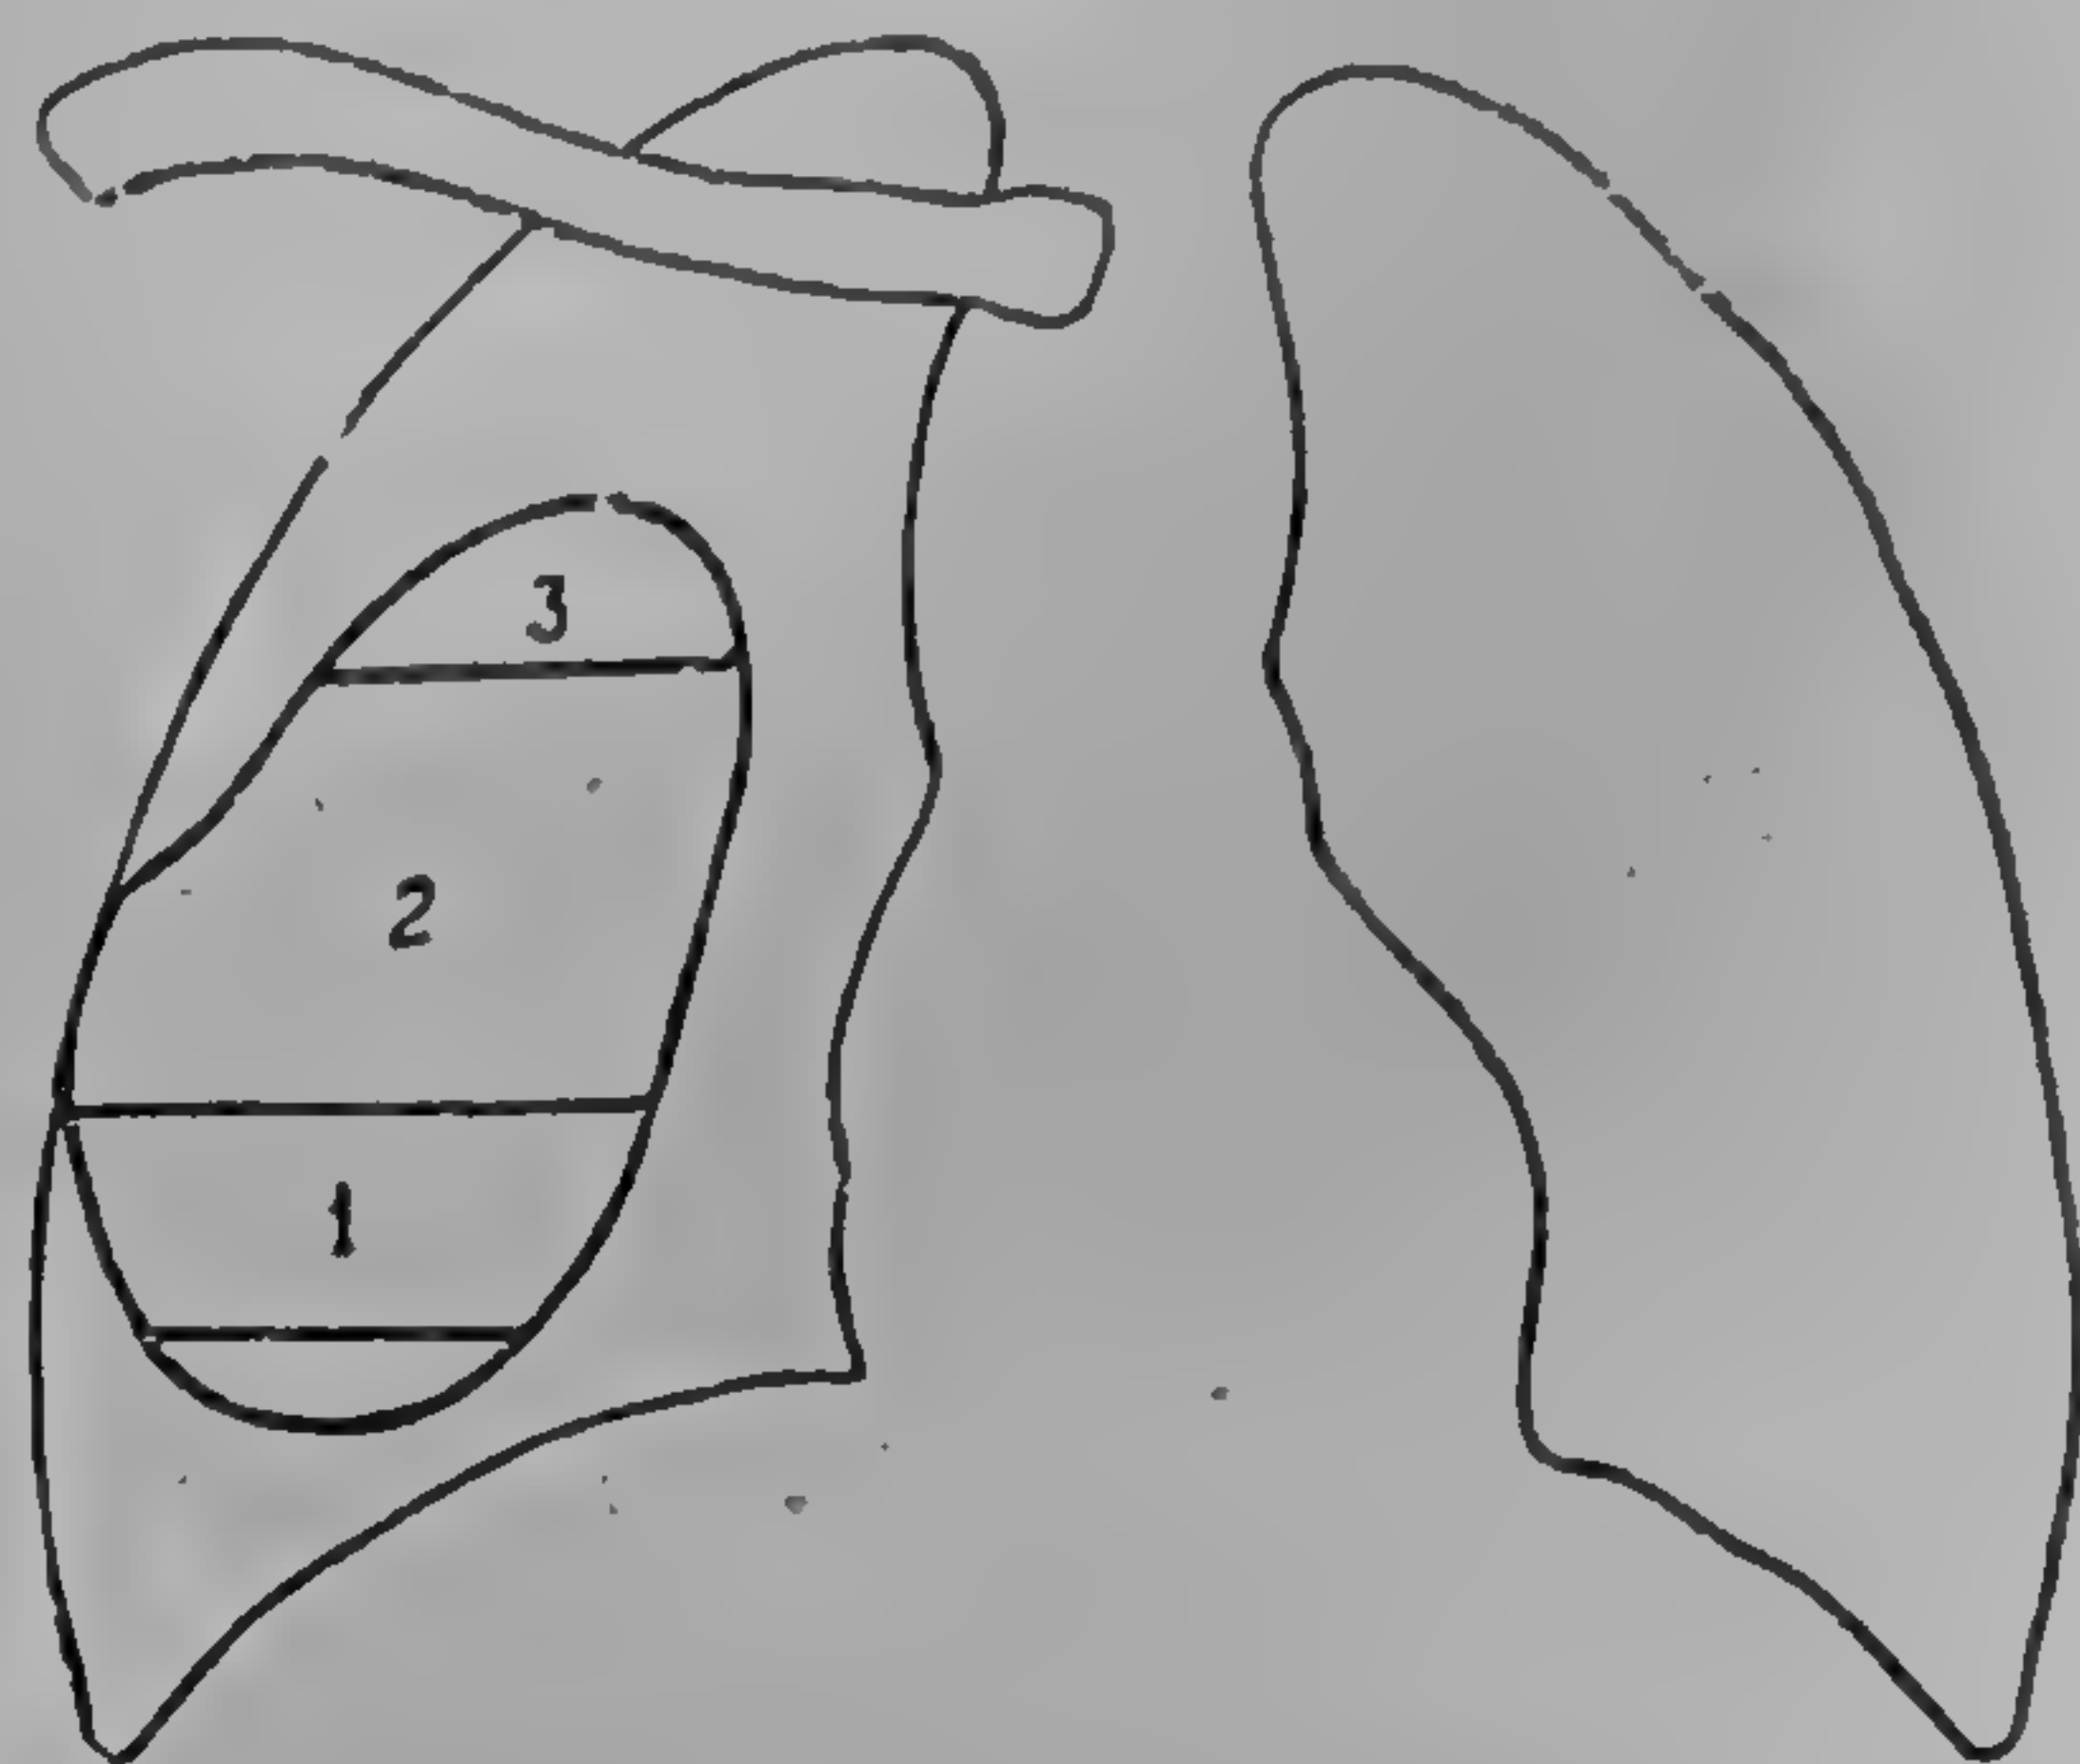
Pe radiografia de față umbra lichidului poate să atingă peretele toracelui (2) sau să nu ajungă la perete (1 și 3) (după P. Jourdan)
